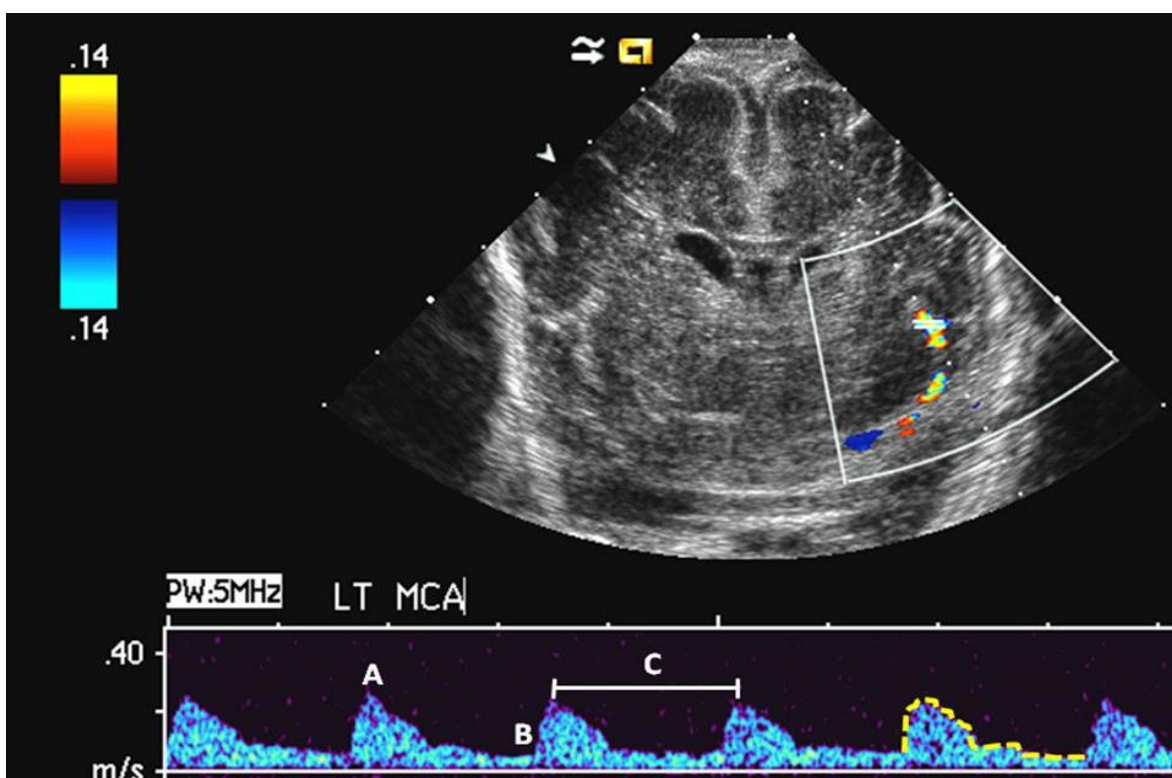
Evaluación de la arteria cerebral media desde la fontanela anterior. El doppler se obtiene al lado de la fisura de Silvio y se mide la velocidad máxima (A), mínima (B) y media (C).
